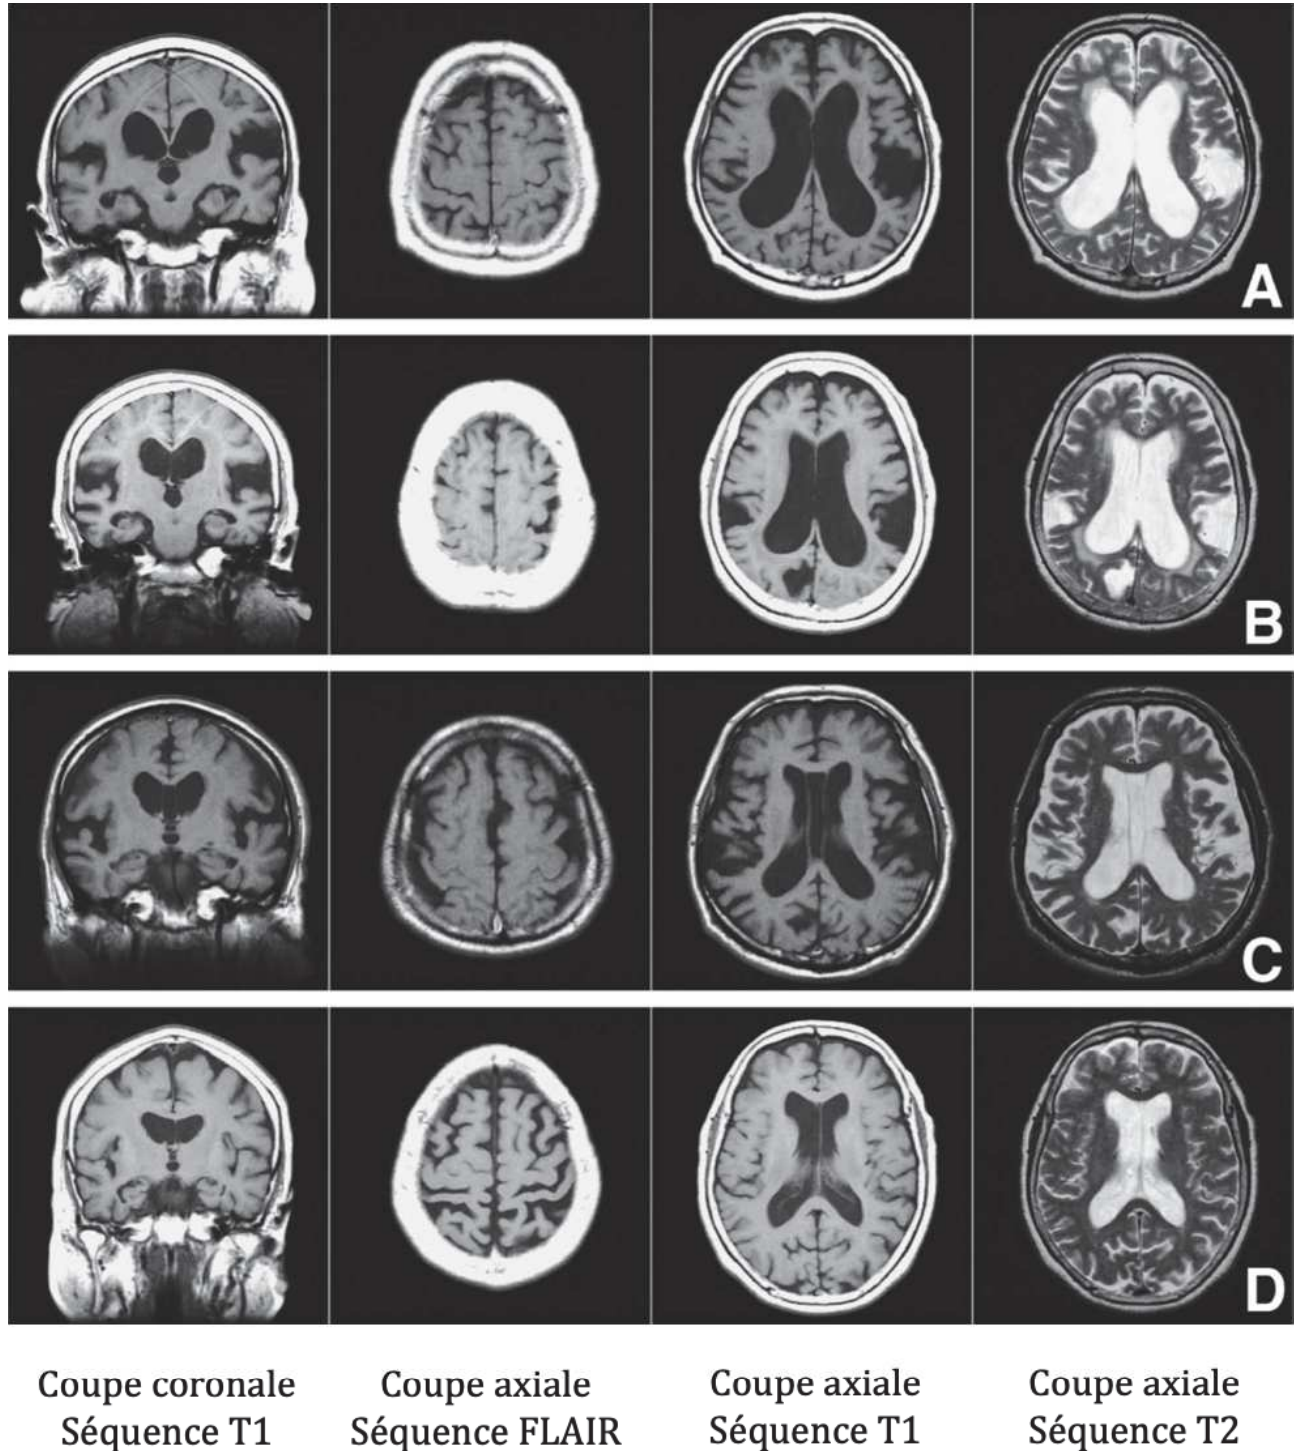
comparaison d'IRM de patients avec une HPN (A, B et C) avec un patient ayant une MA (D). En comparaison aux patients HPN, le patient D présente une dilatation plus irrégulière des ventricules, des sillons et des espaces sous-arachnoïdiens. Les gyri de la convexité sont atrophiques et le rétrécissement des sillons et des espaces sous-arachnoïdiens en regard est absent.
